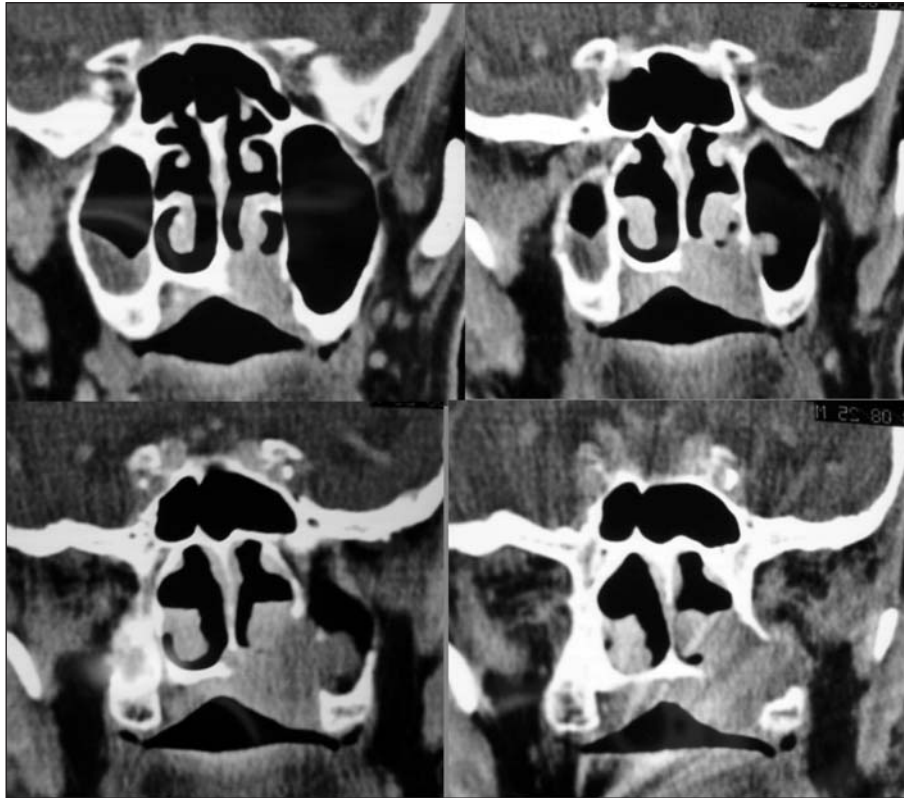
Tomografía computarizada coronal que muestra la lesión que afecta al paladar duro en un paciente de 86 años.
